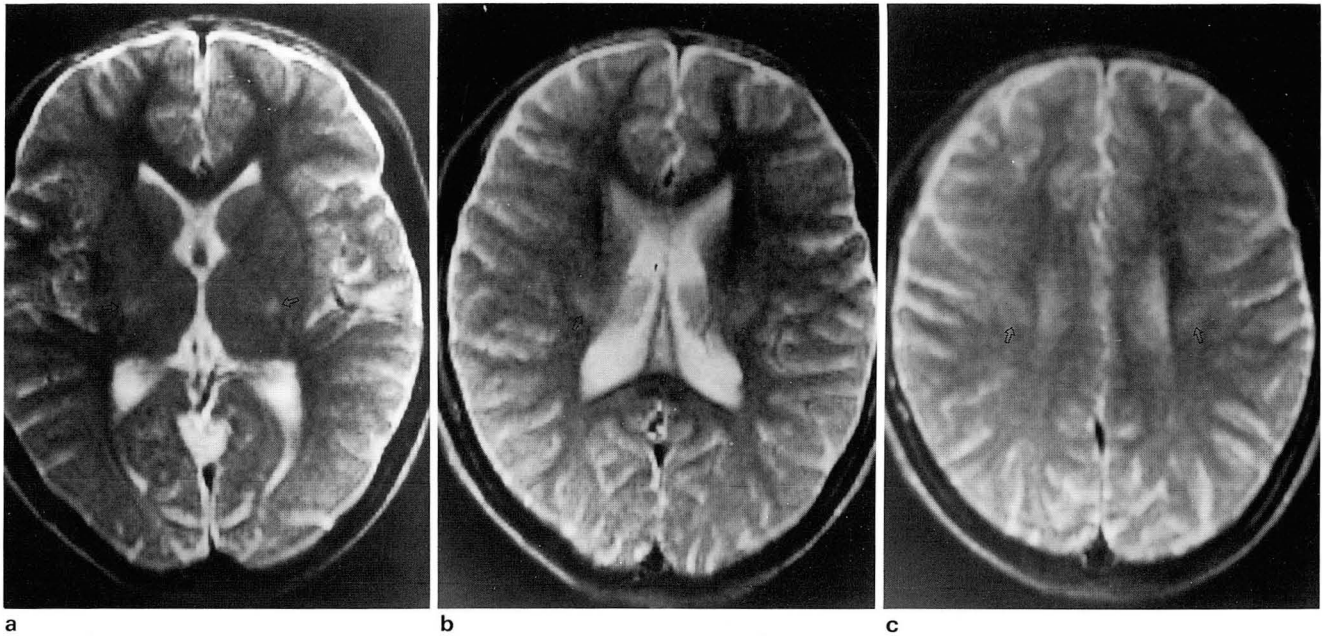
a-c. Three contiguous axial T2-weighted images of 15-year-old asymptomatic girl show contiguous high signal intensities from the periventricular white matter of anterior parietal lobes(c, indicated by arrow) to the posterior limb of internal capsule(a, indicated by arrow).
